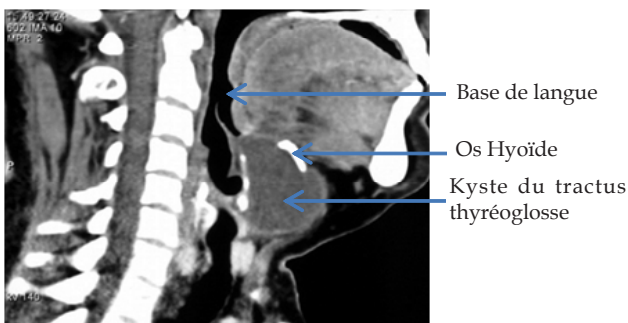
TDM cervicale coupe sagittale, montrant un kyste entre la base de langue, l'os hyoïde
